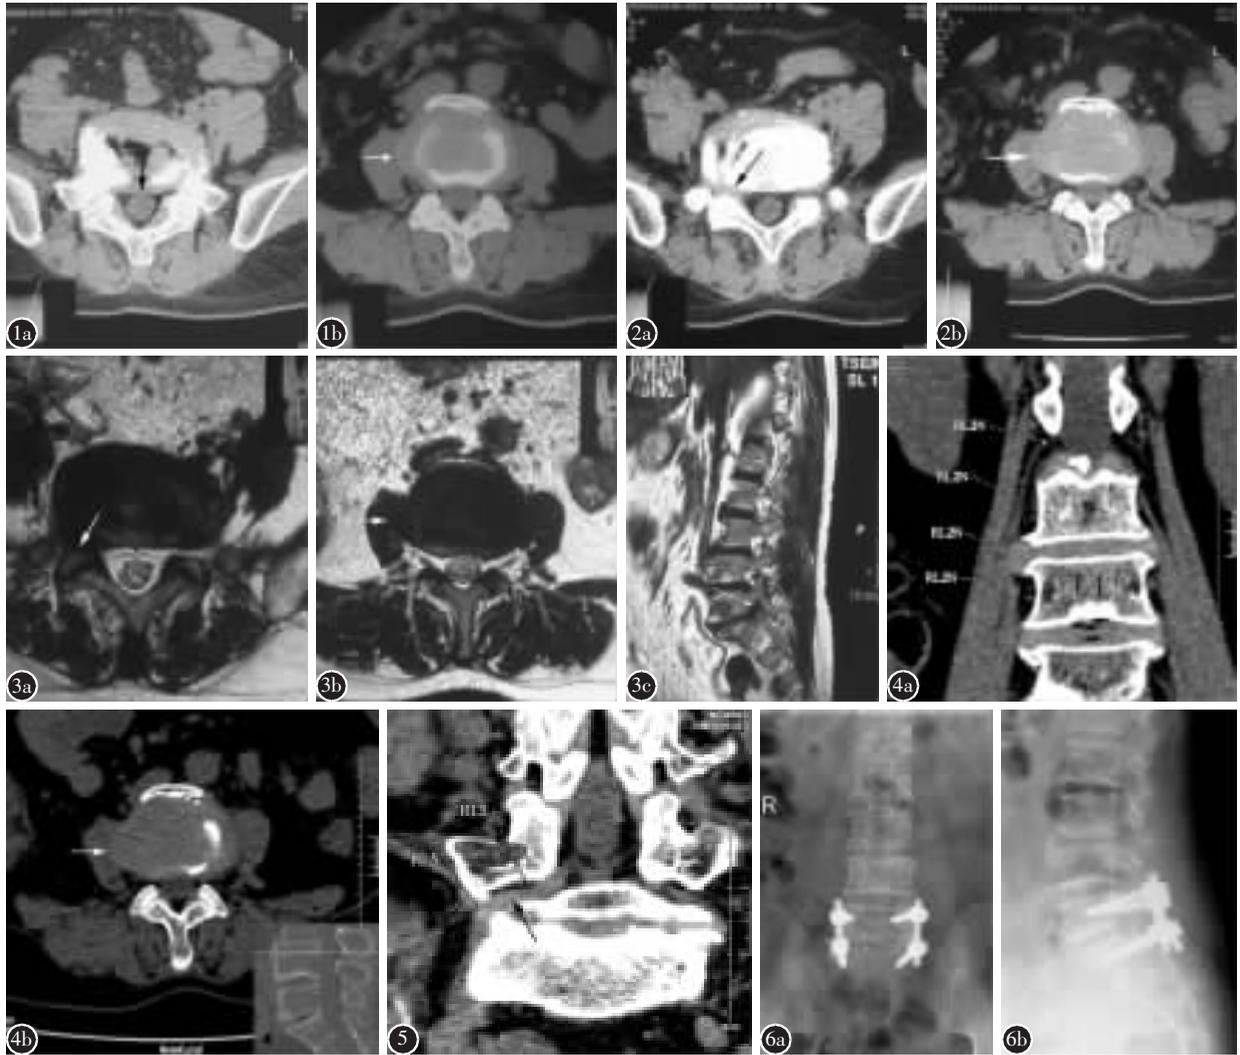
a CT 示 L5/S1 椎间盘中央型突出 b CT 示 L3/4 椎间盘椎间孔外型突出 图 2 a CT 示 L5/S1 椎间盘椎间孔型突出 (FDH) b CT 示 L3/4 椎间盘椎间孔外型突出 (EFDH) 图 3 a MRI 示 L5/S1 FDH b MRI 示 L3/4 EFDH c MRI 矢状面示 L5/S1 FDH 图 4 HRCT 示 L3/4 EFDH, 压迫 L2 神经根 (a 冠状面, b 横断面) 图 5 HRCT 示 L5/S1 FDH, 压迫 L5 神经 图 6 a, b 术后腰椎平片 L5/S1 右侧关节突关节被切除, 椎间融合器和椎弓根螺钉位置理想
